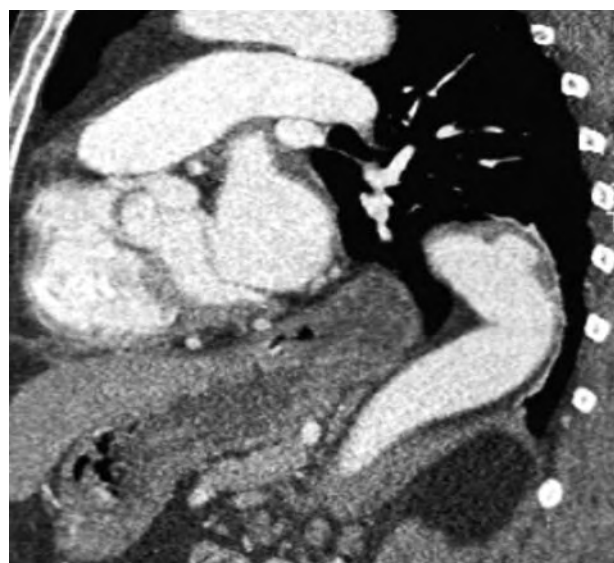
Angio-TC pré-operatória.
